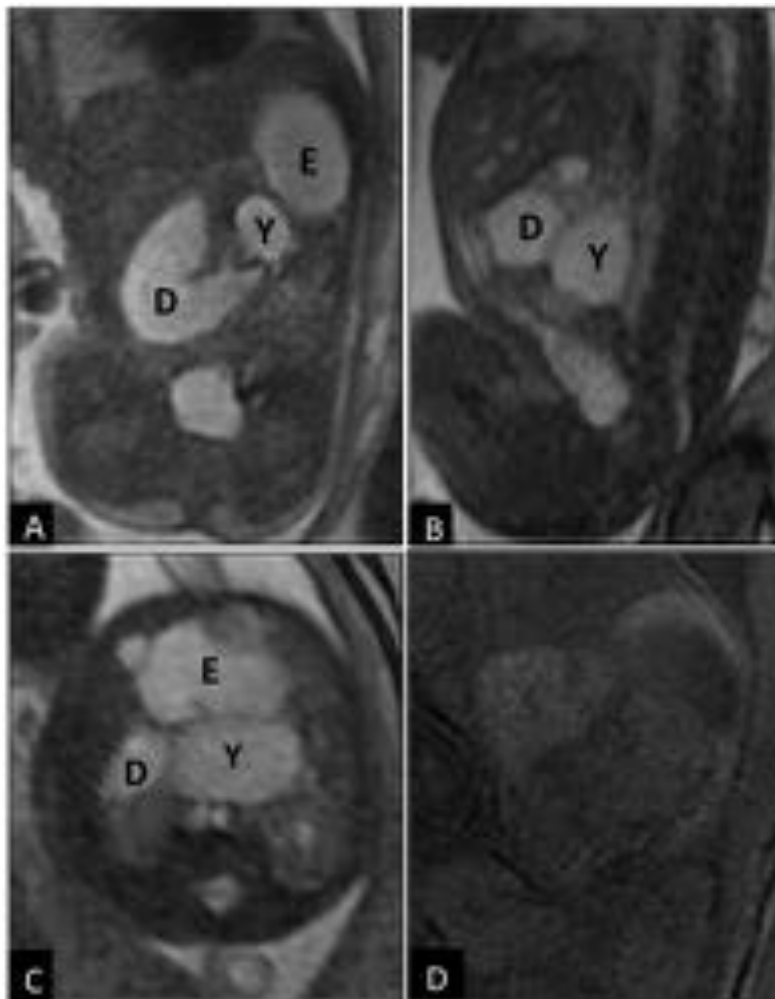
Atresia yeyunal proximal en RM fetal realizada en la 28 semana de gestación. A. Coronal T2 SSFSE, B. Sagital T2 FIESTA, C. Axial T2 FIESTA y D. Coronal T1 SPGR. Dilatación de estómago (E), duodeno (D) y yeyuno (Y) dando lugar al signo de la “triple burbuja”. Resto de las asas de intestino delgado poco distendidas. No se identifica meconio en el colon.
